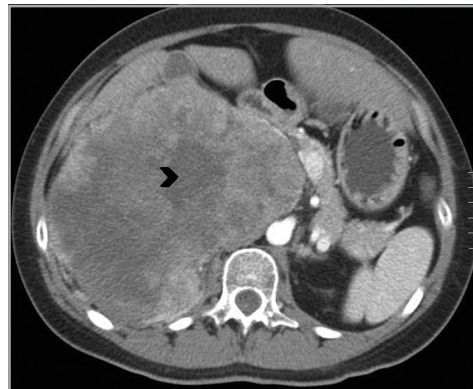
Carcinoma suprarrenal derecho. Cortes axiales de TC en fase portovenosa, donde se demuestra una gran lesión suprarrenal derecha, que realza en forma significativa con el uso de medio de contraste endovenoso y presenta áreas de necrosis central (cabeza de flecha).
